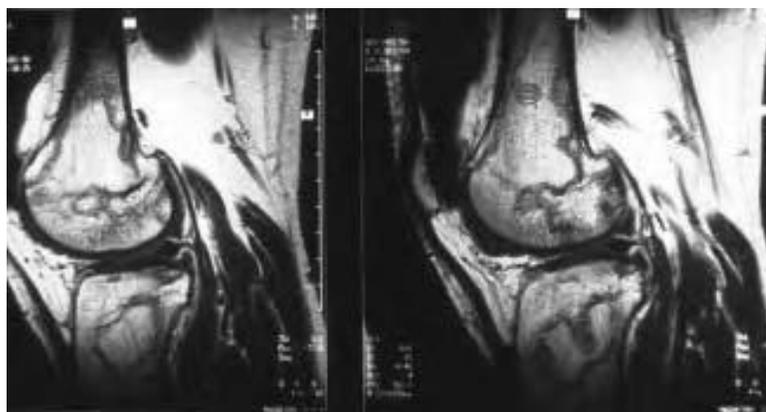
Imagen de resonancia magnética de las rodillas (Meyer O. 2005)
